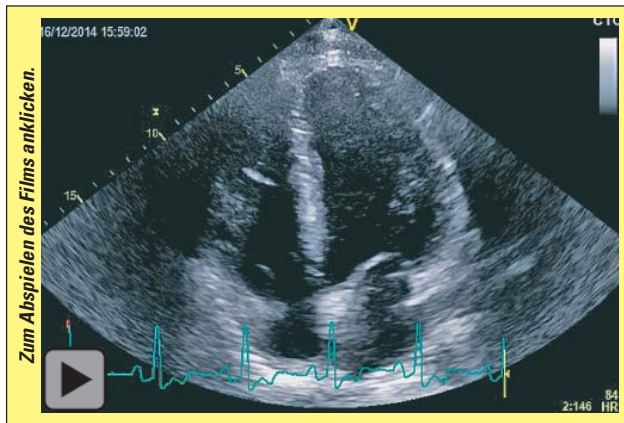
Echokardiographie, leicht- bis mittelgradig reduzierte Linksventrikelfunktion
